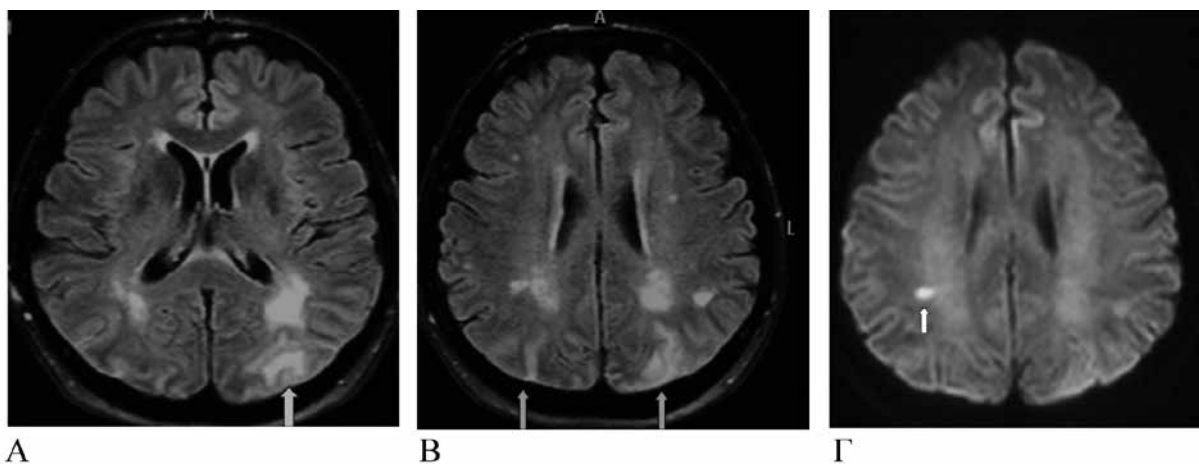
MRI εγκεφάλου κατά την πρώτη προσέγγιση της ασθενούς. Η φλοιοϊκή υπαραχνοειδής αιμορραγία όπως αποδόθηκε στις FLAIR (A) και T2* (Γ) ακολουθείς. B: πολλαπλές περιοχές ποικίλων διαστάσεων με αυξημένο MR σήμα στη λευκή ουσία (Flair). Δ: η σικτή περιοχή ενδεικτική μικρής ενδοπαρεγχυματικής αιμορραγικής βλάβης (T2*).
